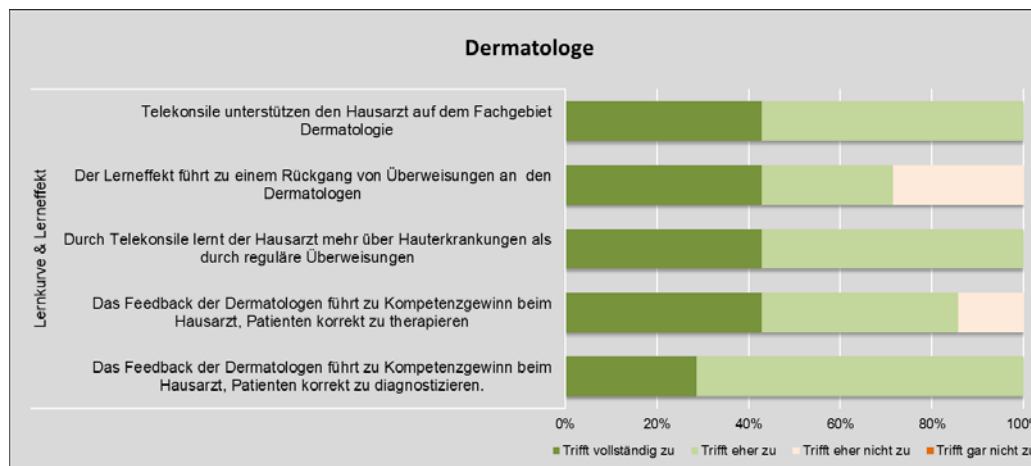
Lerneffekt durch TK aus Sicht des Dermatologen
